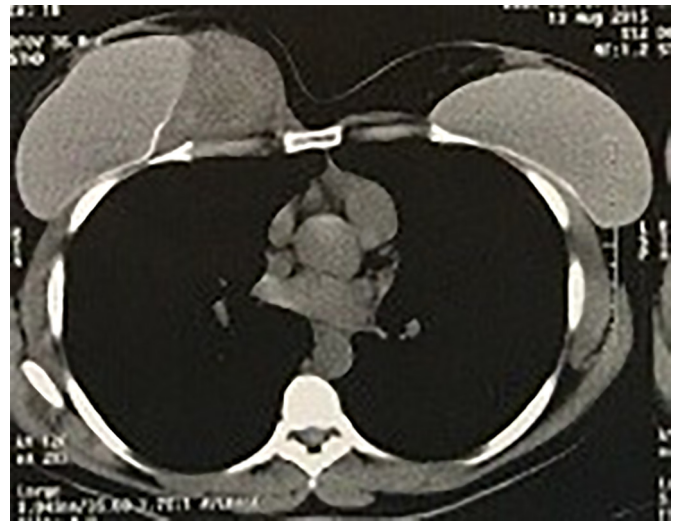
Tomografia computadorizada mostrando fibromatose agressiva deslocando implante na mama direita.
